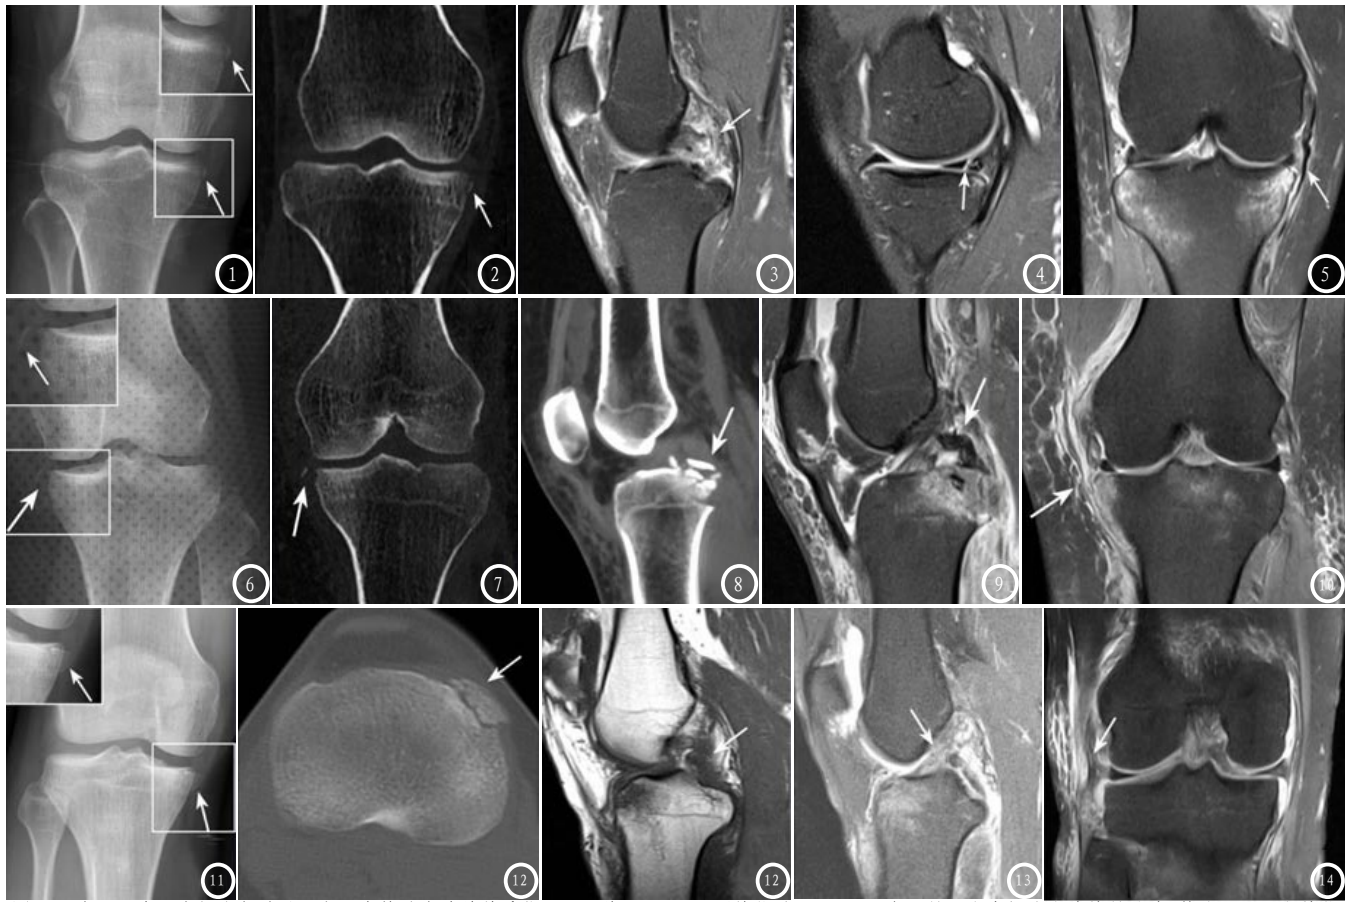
女, 54岁, 摩托车驾驶员因交通事故致右膝关节受伤。DR平片(图1)和CT冠状位重组(图2)示右胫骨平台内侧缘小片状骨碎片(箭头)。MRI矢状位PDWI FS(图3)显示后交叉韧带断裂, 残端挛缩并信号增高, 髌骨下缘撕脱骨折; (图4)显示内侧半月板后角撕裂。冠状位PDWI FS(图5)显示内侧副韧带损伤。图6-10 女, 23岁, 因交通事故致左膝关节受伤。DR平片(图6)和CT冠状位重组(图7)示左胫骨平台内侧缘小片状骨碎片(箭头), CT矢状位重组(图8)显示胫骨后侧平台撕脱骨折。MRI矢状位PDWI FS(图9)显示后交叉韧带连续性存在, 信号增高。冠状位PDWI FS(图10)显示内侧副韧带撕裂。图11-15 男, 27岁, 摩托车驾驶员因交通事故致右膝关节受伤。DR平片(图11)和CT轴位(图12)示左胫骨平台内侧缘小片状骨碎片(箭头), MRI矢状位T₂WI(图13)显示后交叉韧带连续性中断, 信号降低; 矢状位PDWI FS显示前交叉韧带信号增高, 连续性中断; 冠状位PDWI FS(图15)显示外侧副韧带连续性中断, 信号增高, 内侧半月板内可见不规则高信号。
